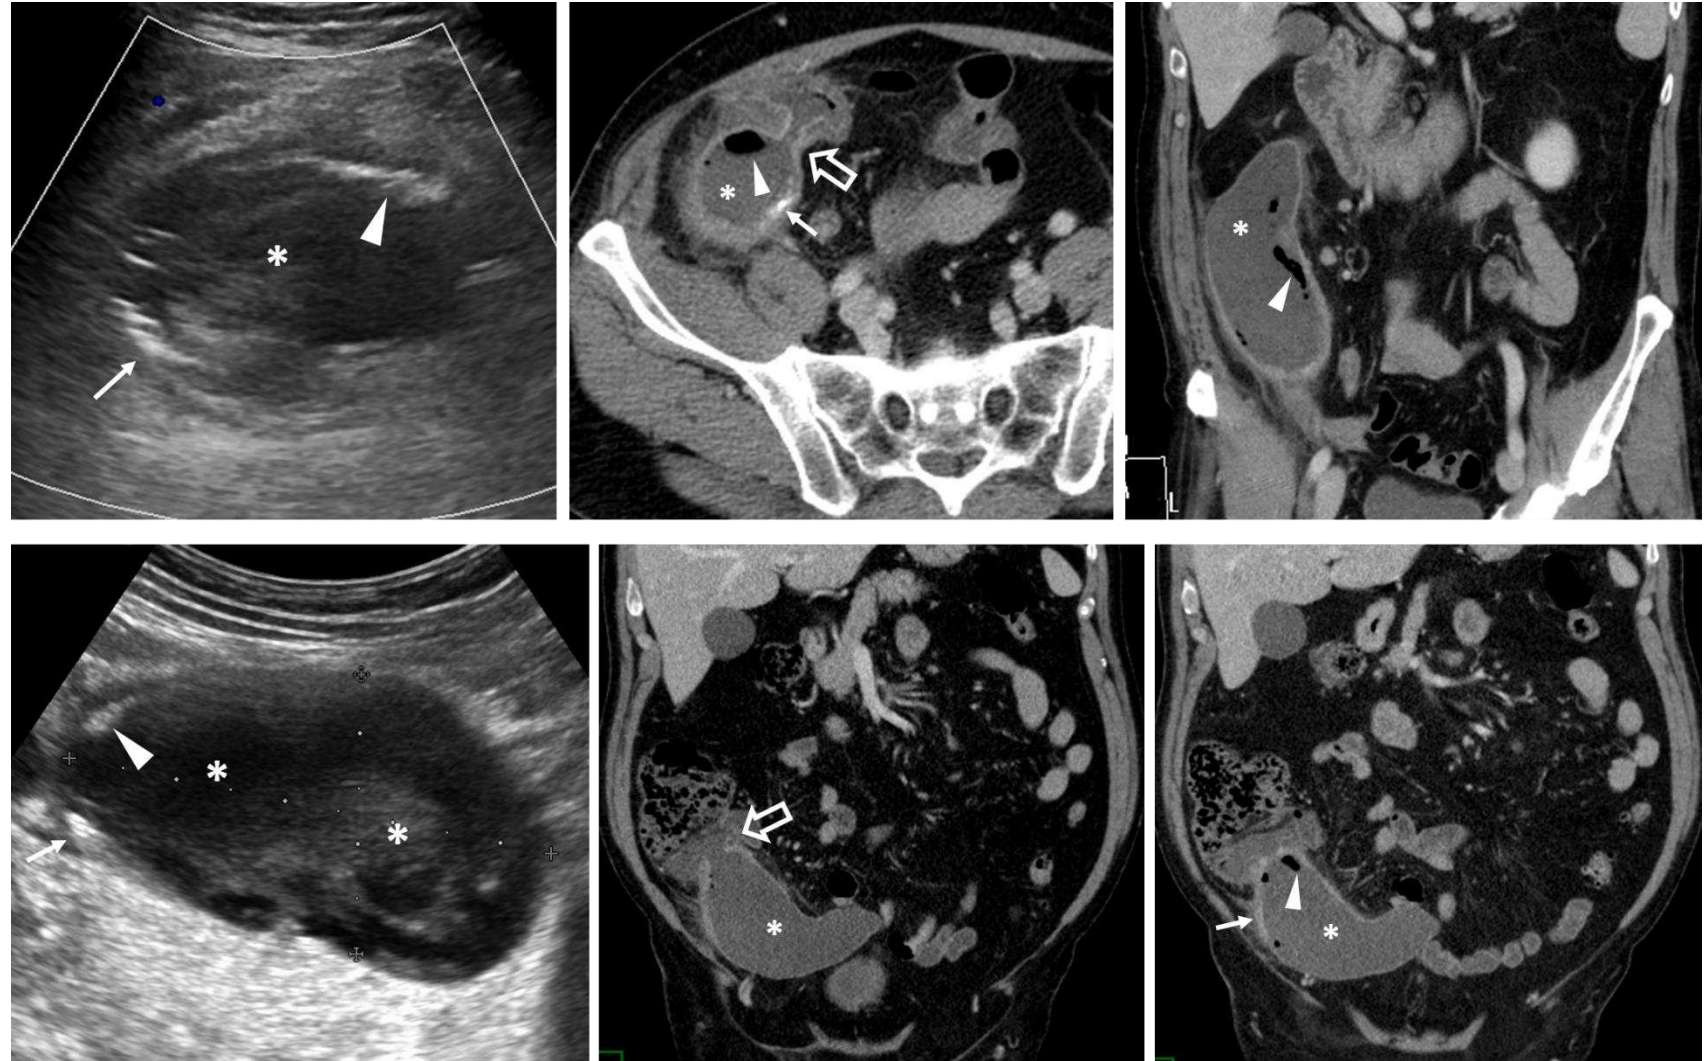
Mucocelos comunicados con el ciego y sobreinfectados en varones de 62 años (fila superior) y 63 años (fila inferior) con dolor abdominal y fiebre. Se ven sendos grandes mucocelos apendiculares con contenido complejo en ecografía y homogéneamente hipoatenuante en TC (*), con gas en su luz (cabezas de flecha) y finas calcificaciones parietales. En ambos casos hay comunicación patente con el ciego (flechas huecas) y se realizó hemicolectomía derecha, con resultado de apendicitis y periapendicitis asociadas a mucocoele, sin malignidad en el primer caso y con LAMN en el segundo.
